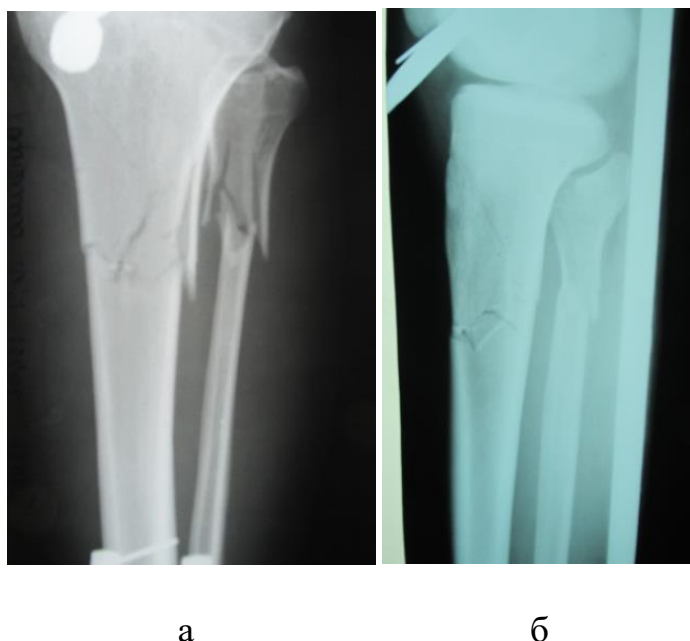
Фотовідбитки доопераційної рентгенограми пацієнта
